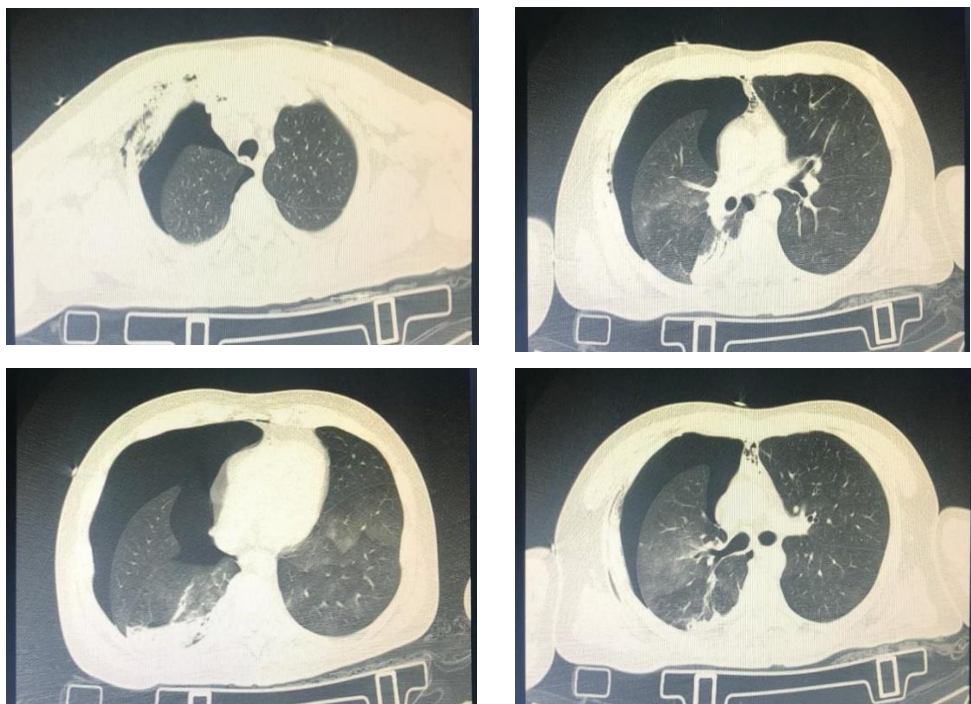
Tomografia toracică a toracelui, abdomenului și pelvisului cu contrast intravenos
